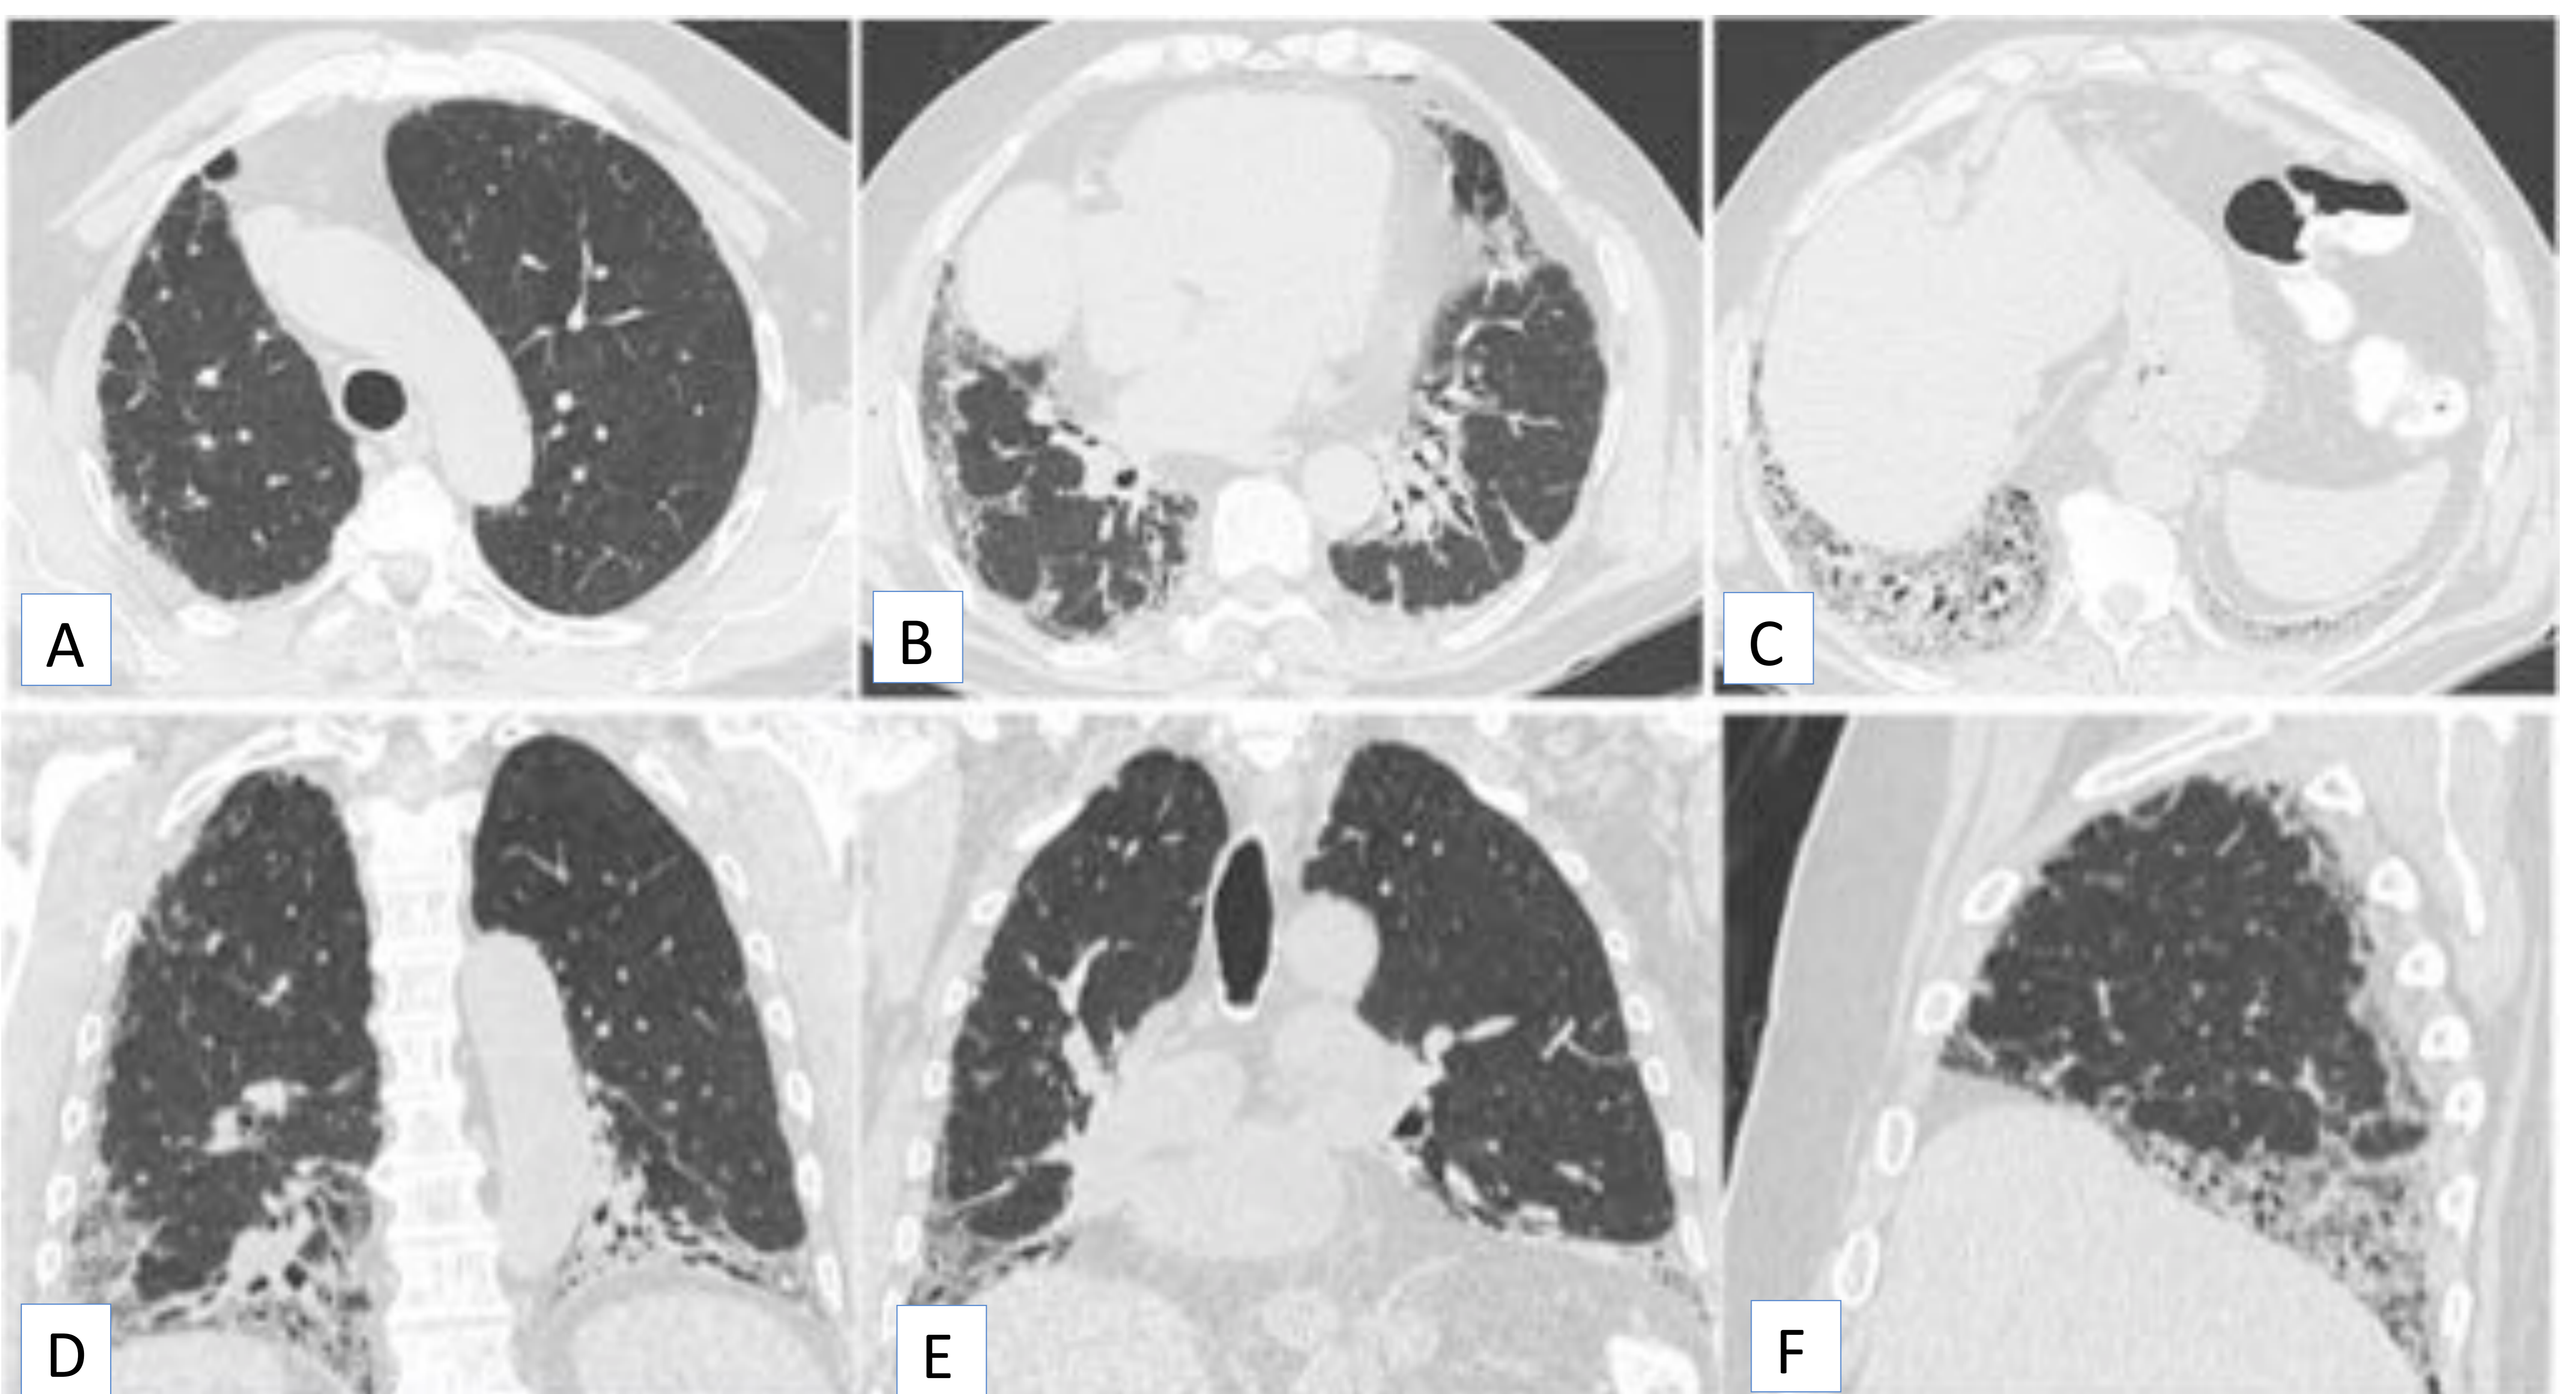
Otro diagnóstico alternativo. Neumonitis intersticial no específica (NINE) fibrótica. Imágenes de TC de tórax en plano axial (A-C), coronal (D y E) y sagital. Se aprecian opacidades reticulares subpleurales y áreas de consolidación alveolointersticial en ambos lóbulos inferiores, de predominio derecho. Asocian algunas bronquiectasias centrales
